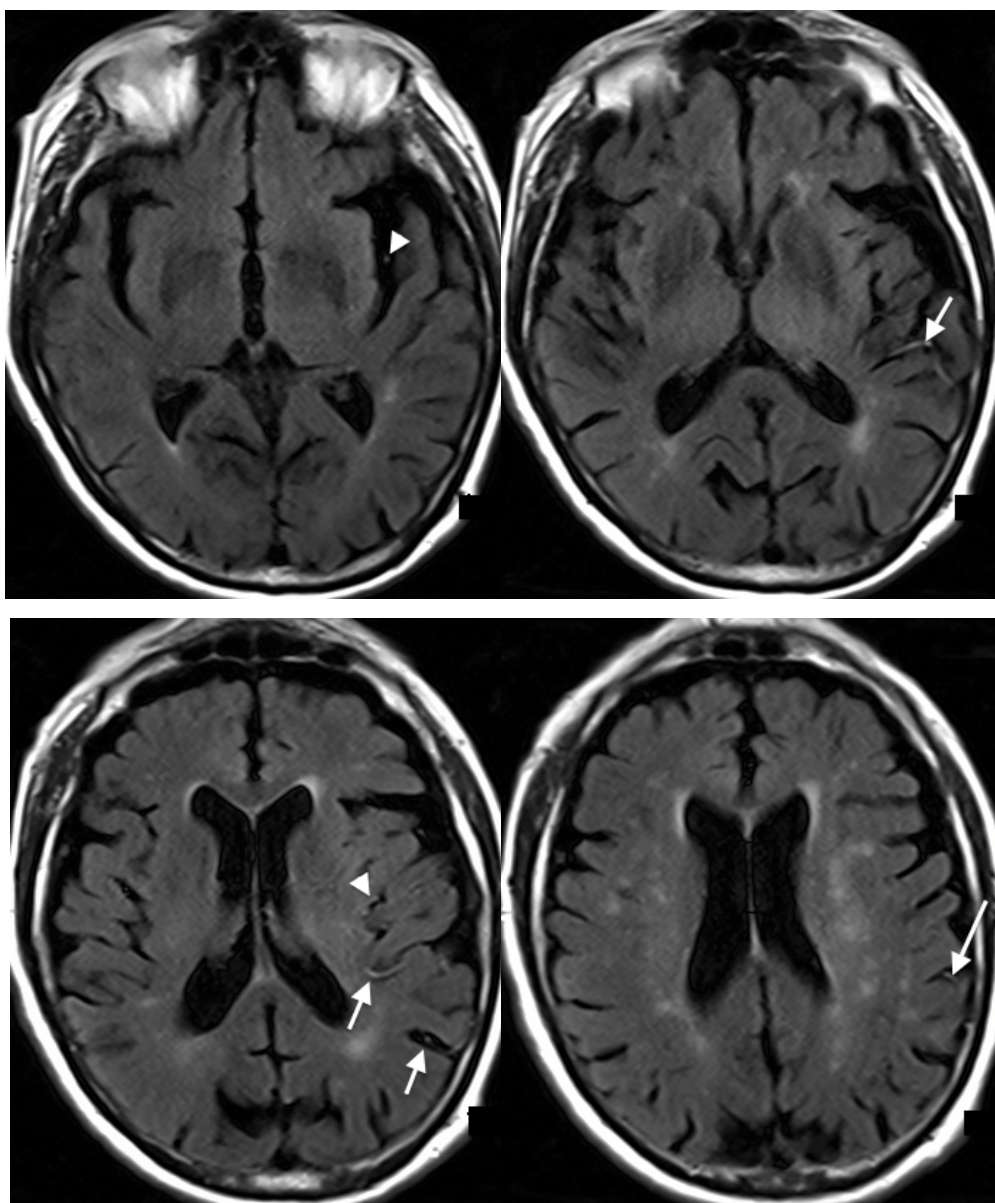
IRM cérébrale séquence FLAIR en coupes axiales. Collatéralité de grade 3 en regard des territoires M2 (têtes de flèche), M3 (flèches courtes) et M5 (flèche longue) du territoire sylvien gauche.
